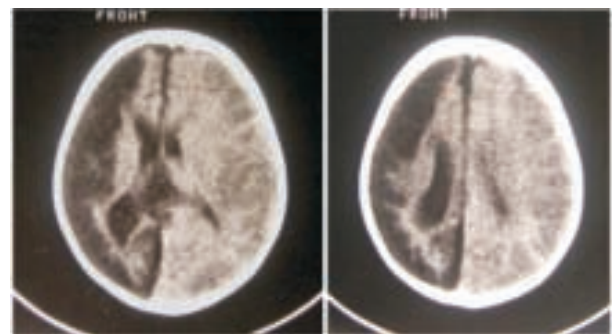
Tomografía computada de cráneo a los 10 meses de edad. Muestra la isquemia hemisférica derecha ya conocida, con aumento de la dilatación ventricular de ese lado, a las que se han agregado lesiones hipodensas de menor tiempo de evolución a nivel del territorio silviano superficial izquierdo
